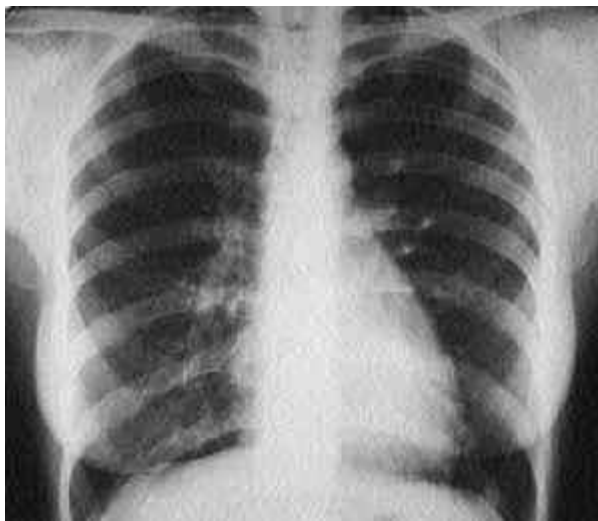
Приклад рентгенограми грудної клітки [34]
